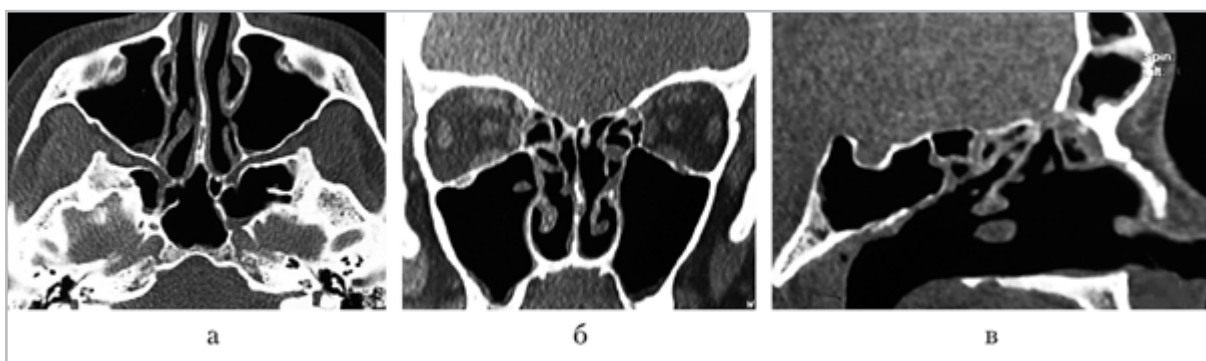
Компьютерные томограммы пациента С., 32 года, через 7 сут от начала лечения (*а* — аксиальная проекция; *б* — корональная проекция; *в* — сагиттальная проекция) — воздушность околоносовых пазух восстановлена, определяется неравномерное пристеночное утолщение слизистой до 1–2,5 мм, содержимого жидкостной плотности не выявлено
